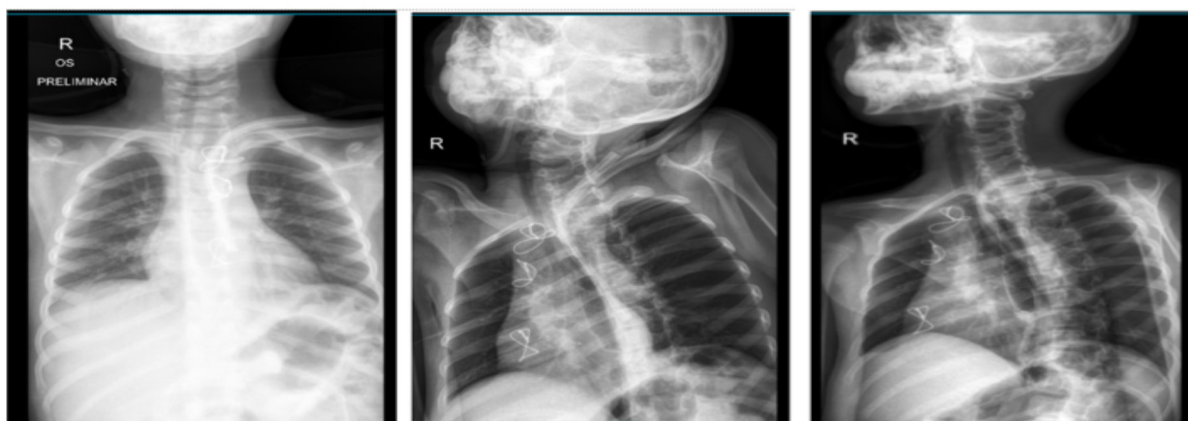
Radiografías post operatorias seriadas tras la ingestión de contraste oral (medio hidrosoluble).
